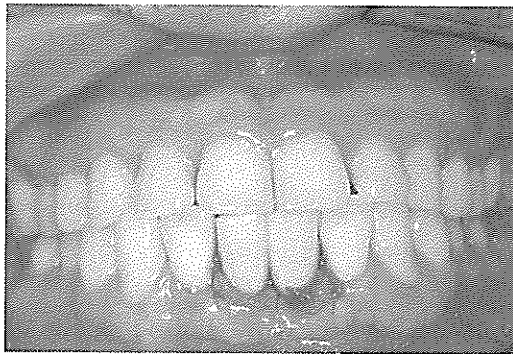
abutment의 적합도를 X-ray 상으로 확인한 후 임시치아를 장착하고 봉합하였다.
